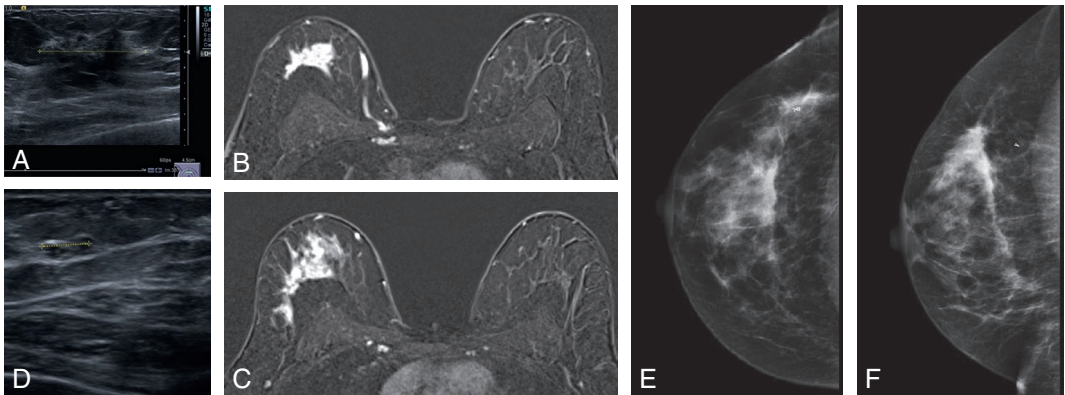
Échographie ciblée post-IRM.
